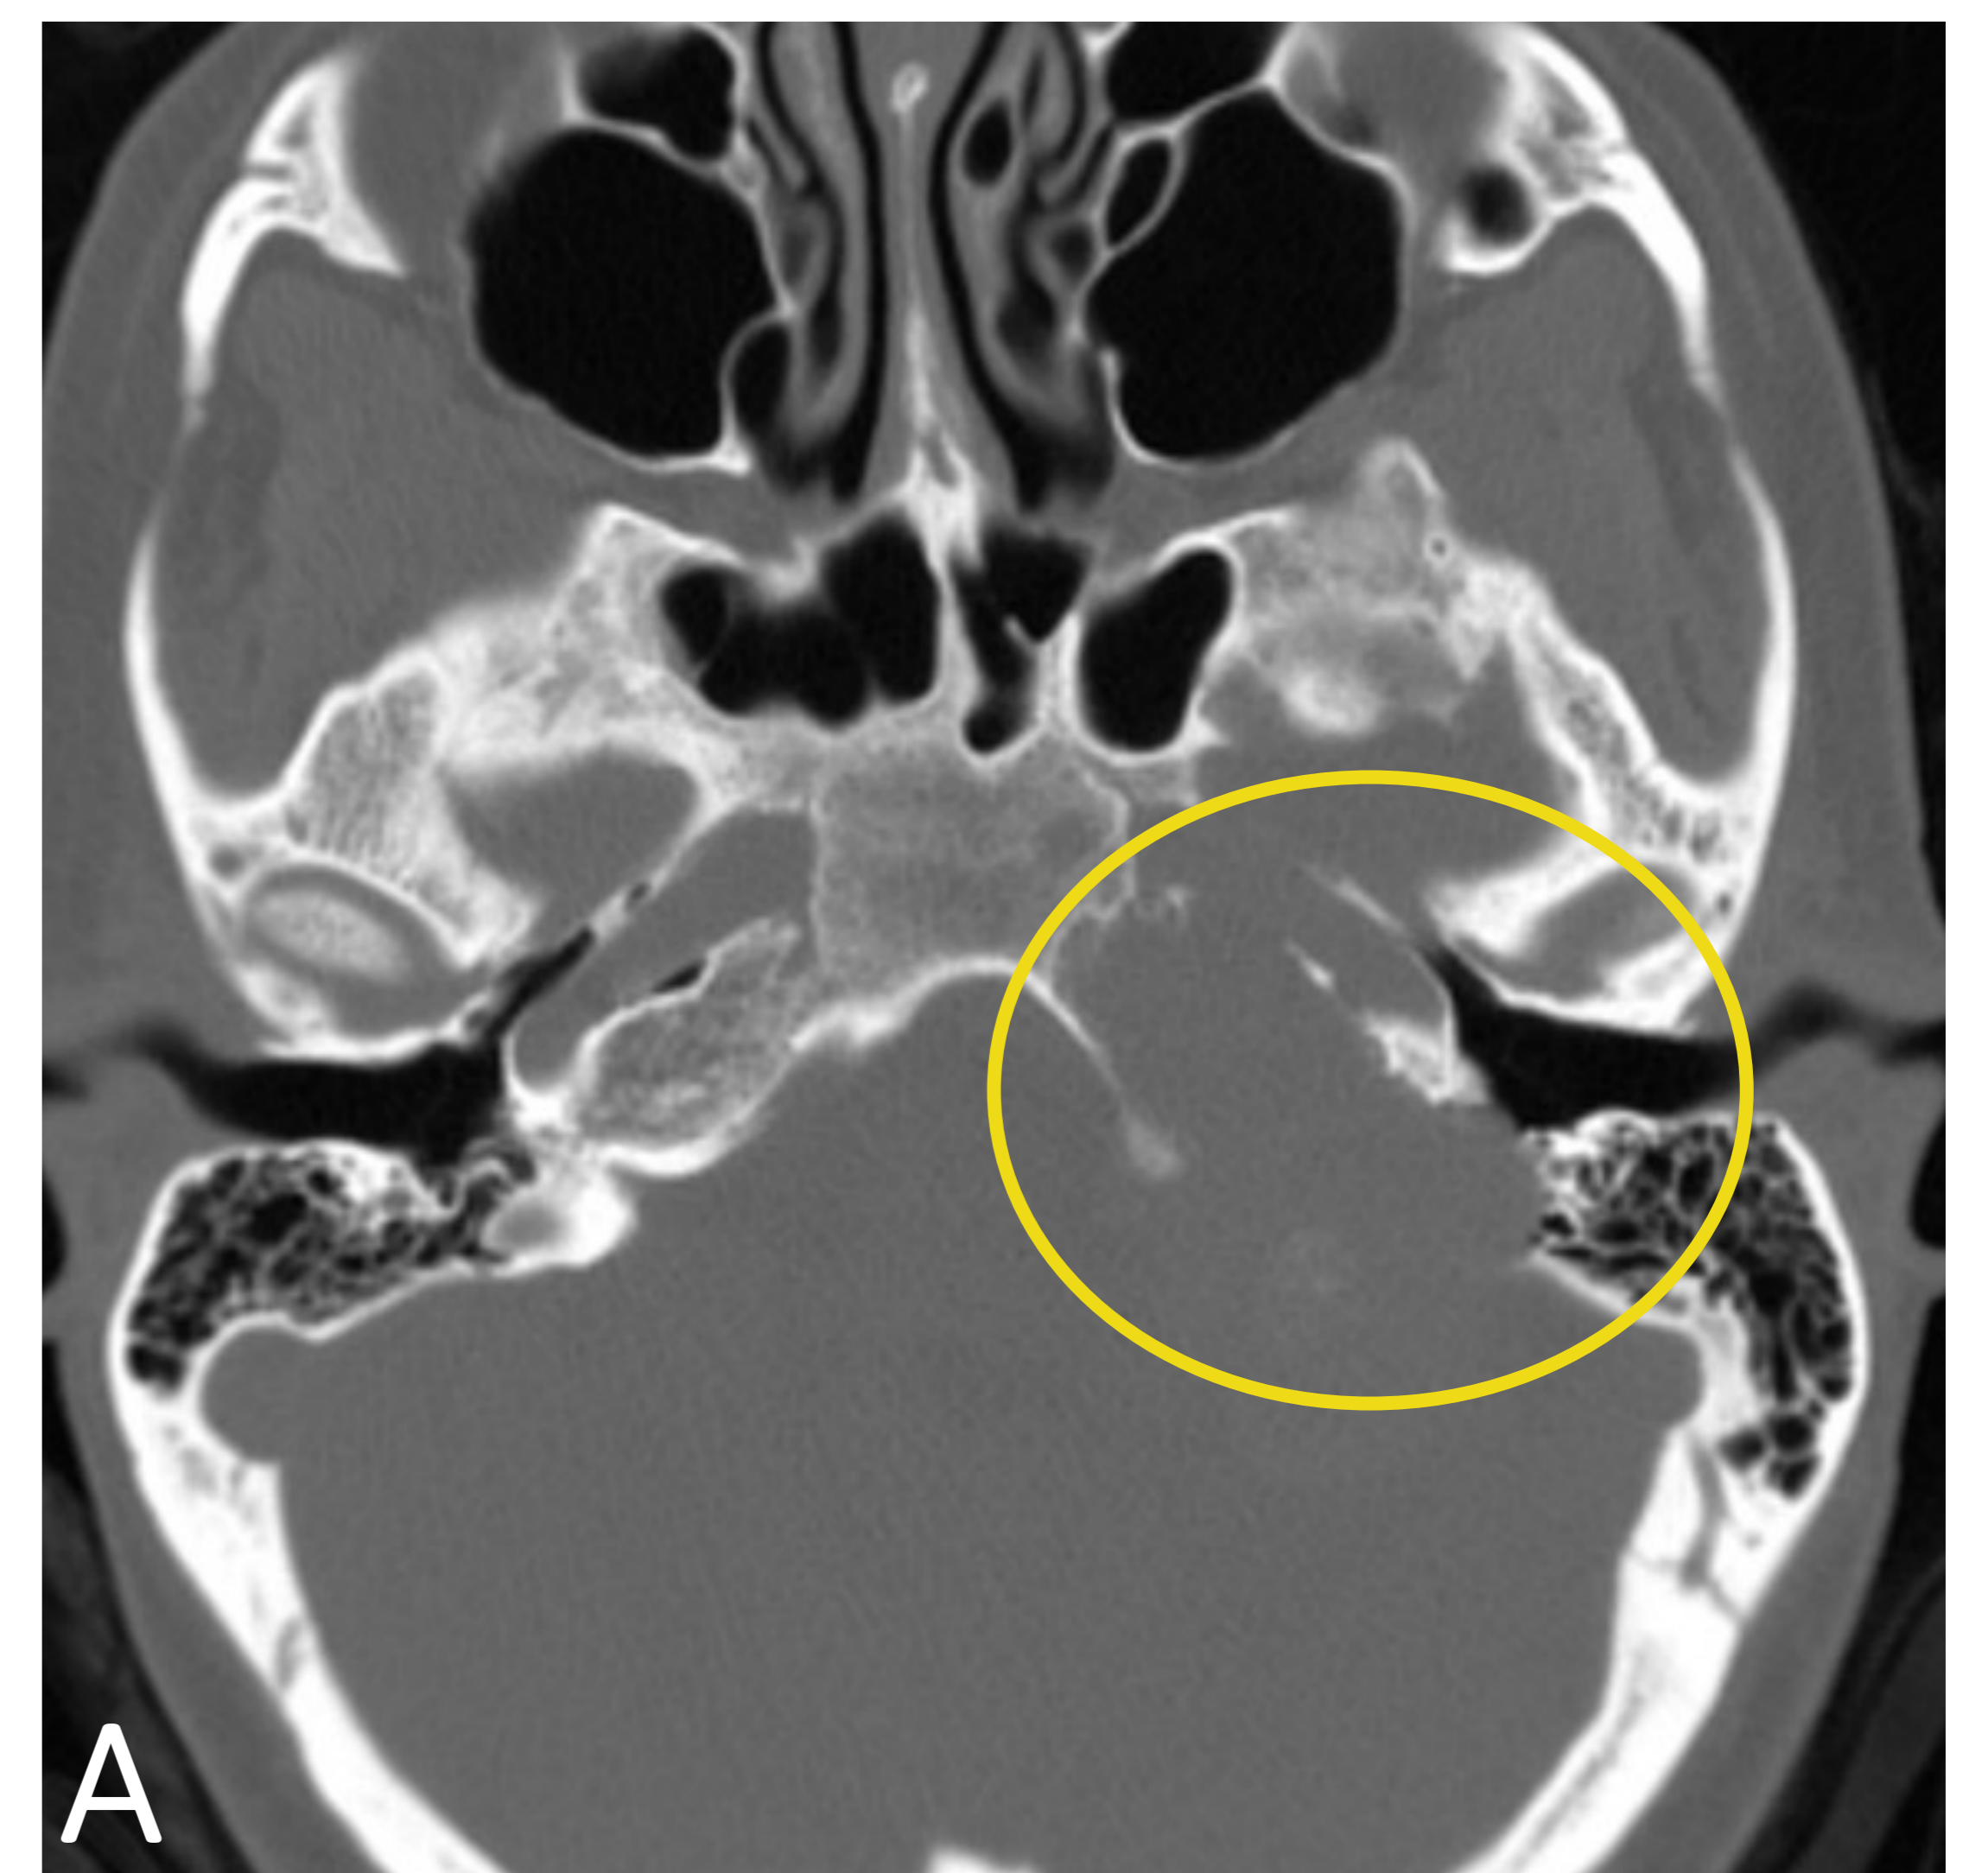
TC axial. Destrucción ósea en peñasco, siguiendo el trayecto del foramen yugular (círculo)
